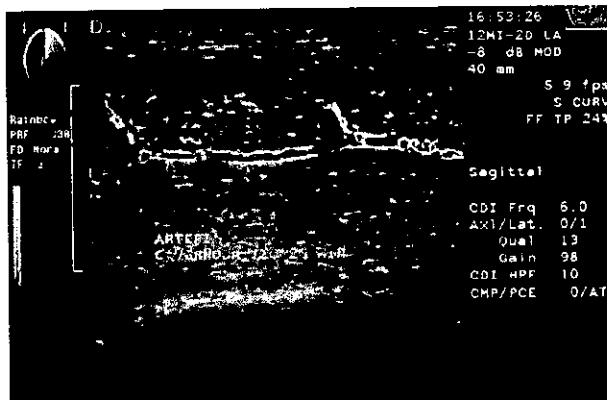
El estudio de ultrasonido doppler-color de las arterias cavernosas es mejor realizado en cortes longitudinales y en el plano parasagital y ventral
